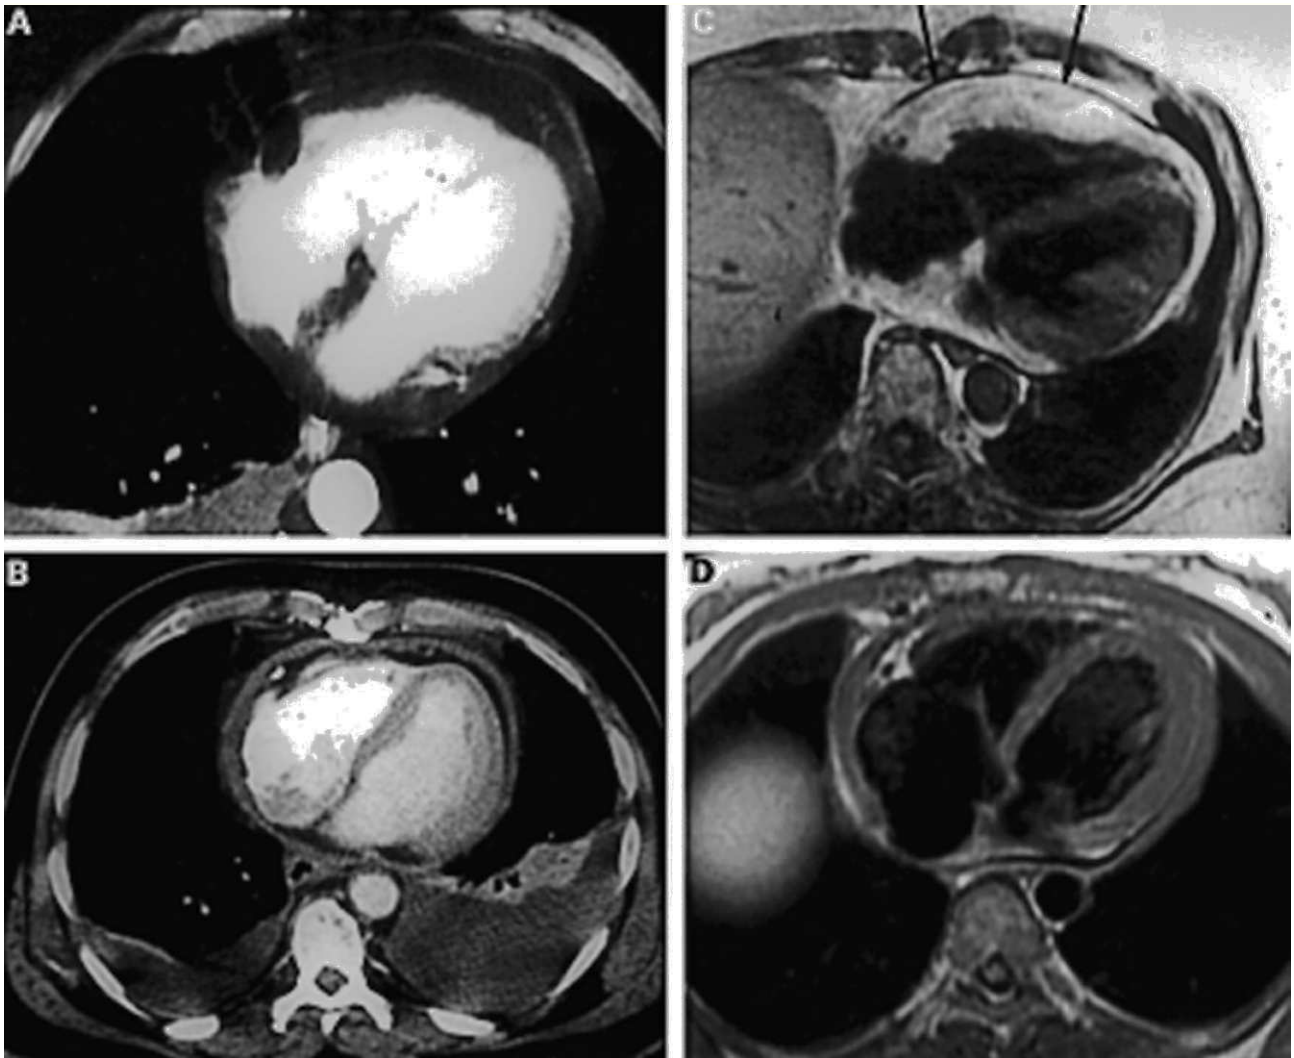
Imágenes de pericardio normal y anómalo por tomografía computarizada (TC) y resonancia magnética (RM). A. Imagen de TC de pericardio normal. B. Imagen de TC de pericardio engrosado. C. Imagen de RM de pericardio de grosor normal (flechas). D. RM de pericardio engrosado. Tomado de Breen JF. *J Thorac Imaging*. 2001;16:47-54.
